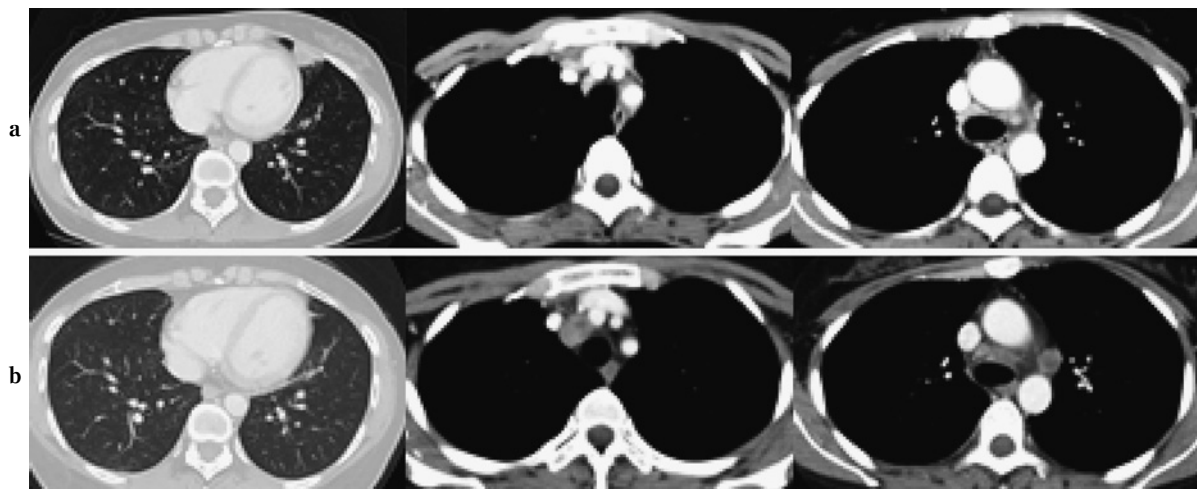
CT scan at the first diagnosis of ALK positive adenocarcinoma (a) and at the diagnosis of PD for the first alectinib treatment (b).
